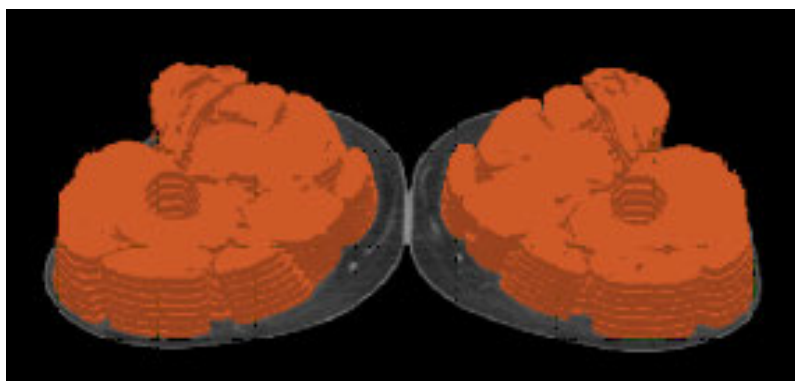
Máscaras obtenidas por segmentación del tejido muscular de los muslos, en 7 secciones de la TC.
